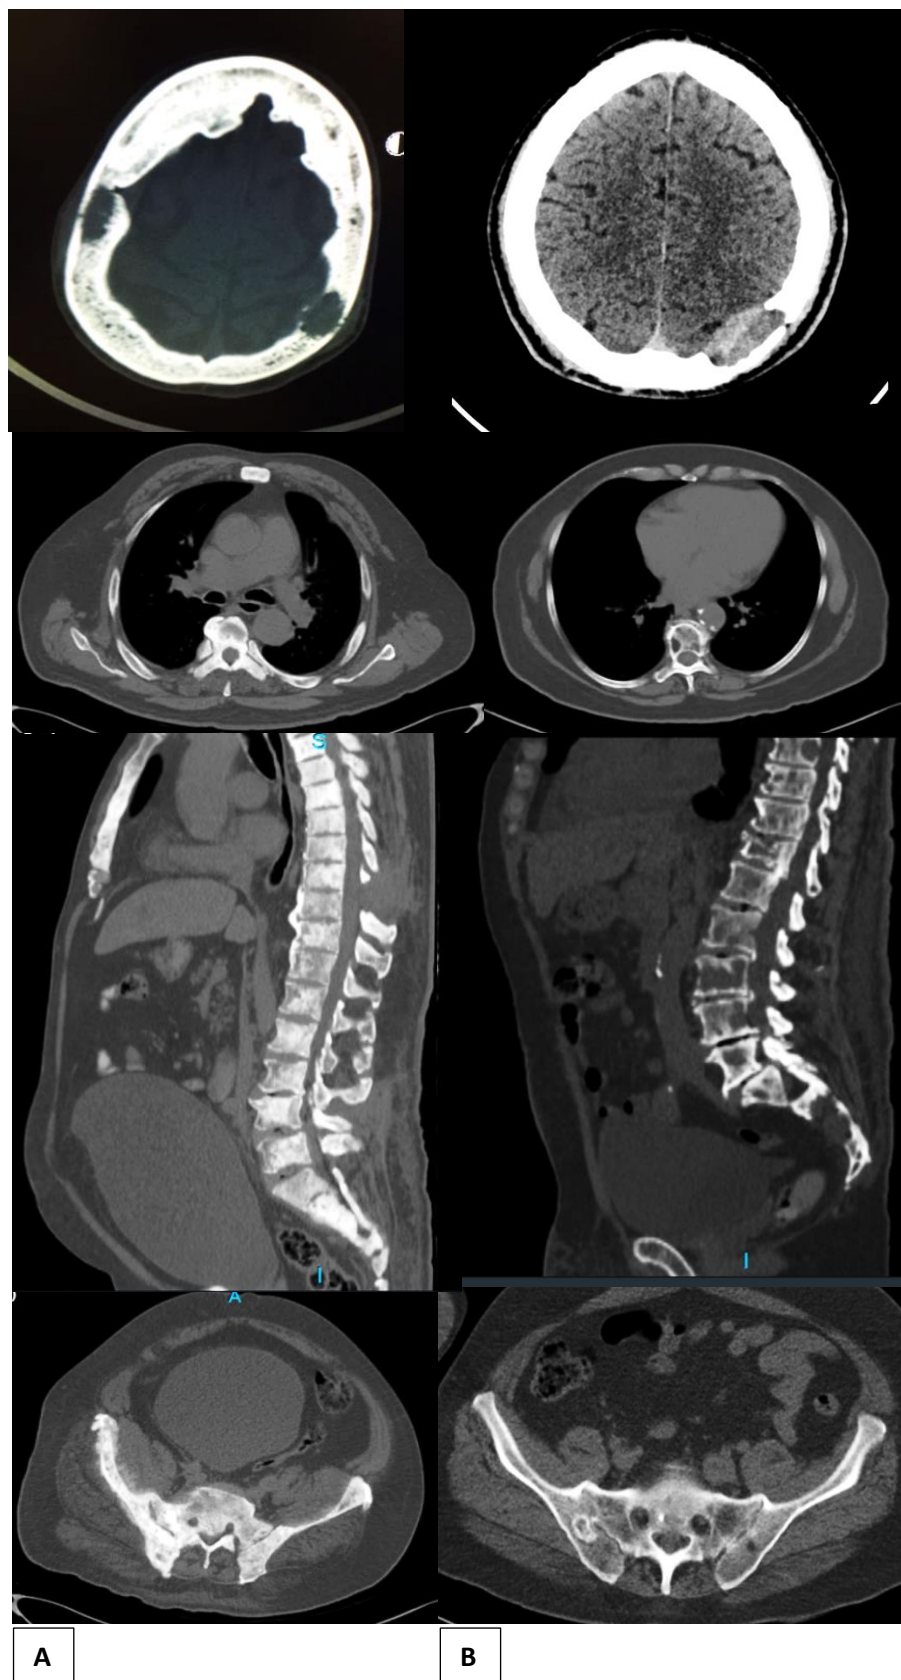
Tomografía Computada de dos pacientes con lesiones óseas blásticas vs líticas. Panel A. Paciente con enfermedad metastásica por cáncer de próstata, se observan radiopacidades adyacentes a las lesiones (osteoesclerosis). Panel B. Paciente con Mieloma Múltiple, con múltiples lesiones líticas y fractura por aplastamiento vertebral.
